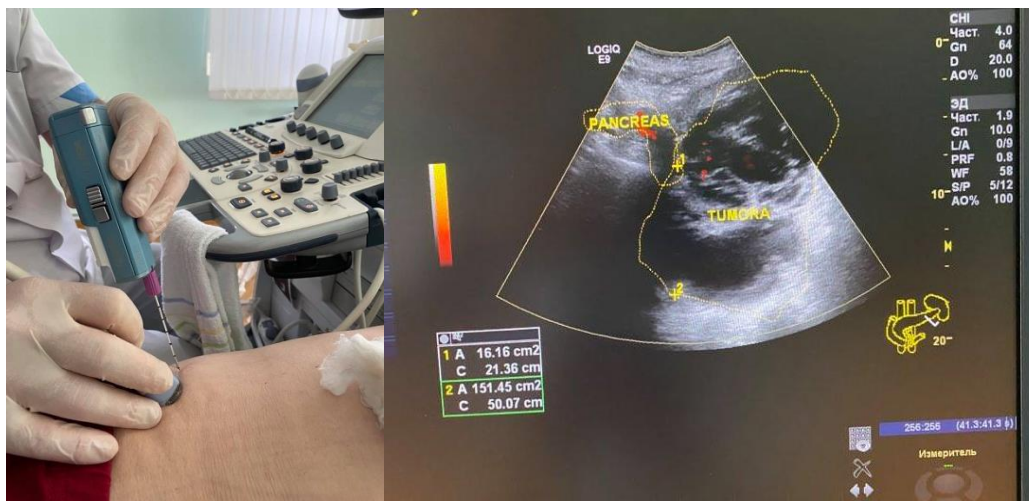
Aspectul USG al tumorii supusă biopsiei transcutanate
